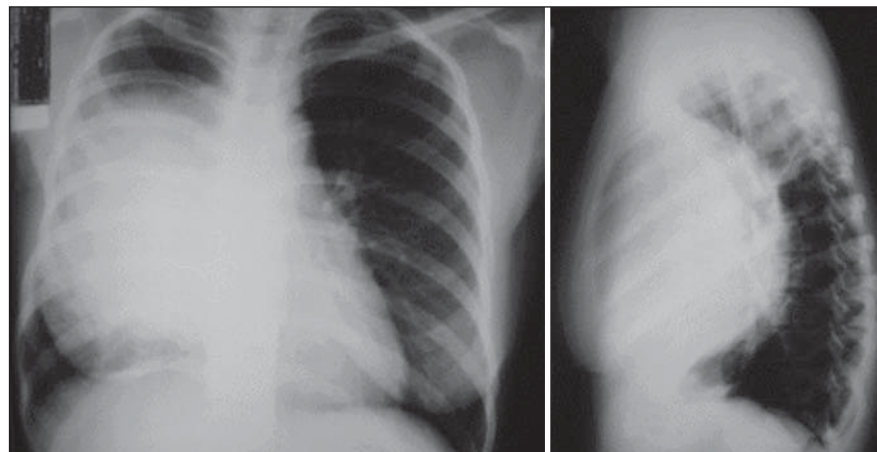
Radiografia do tórax em pósterio-anterior e perfil mostra extensa massa no hemitórax direito acometendo o lobo médio e o segmento anterior do lobo superior direito.
